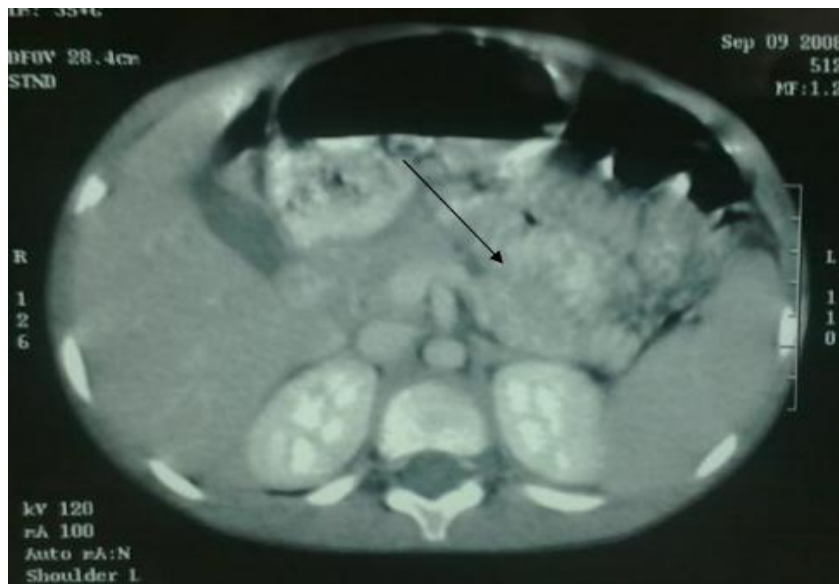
TDM abdominale objectivant une collection pancréatique corporeale de 26mm
